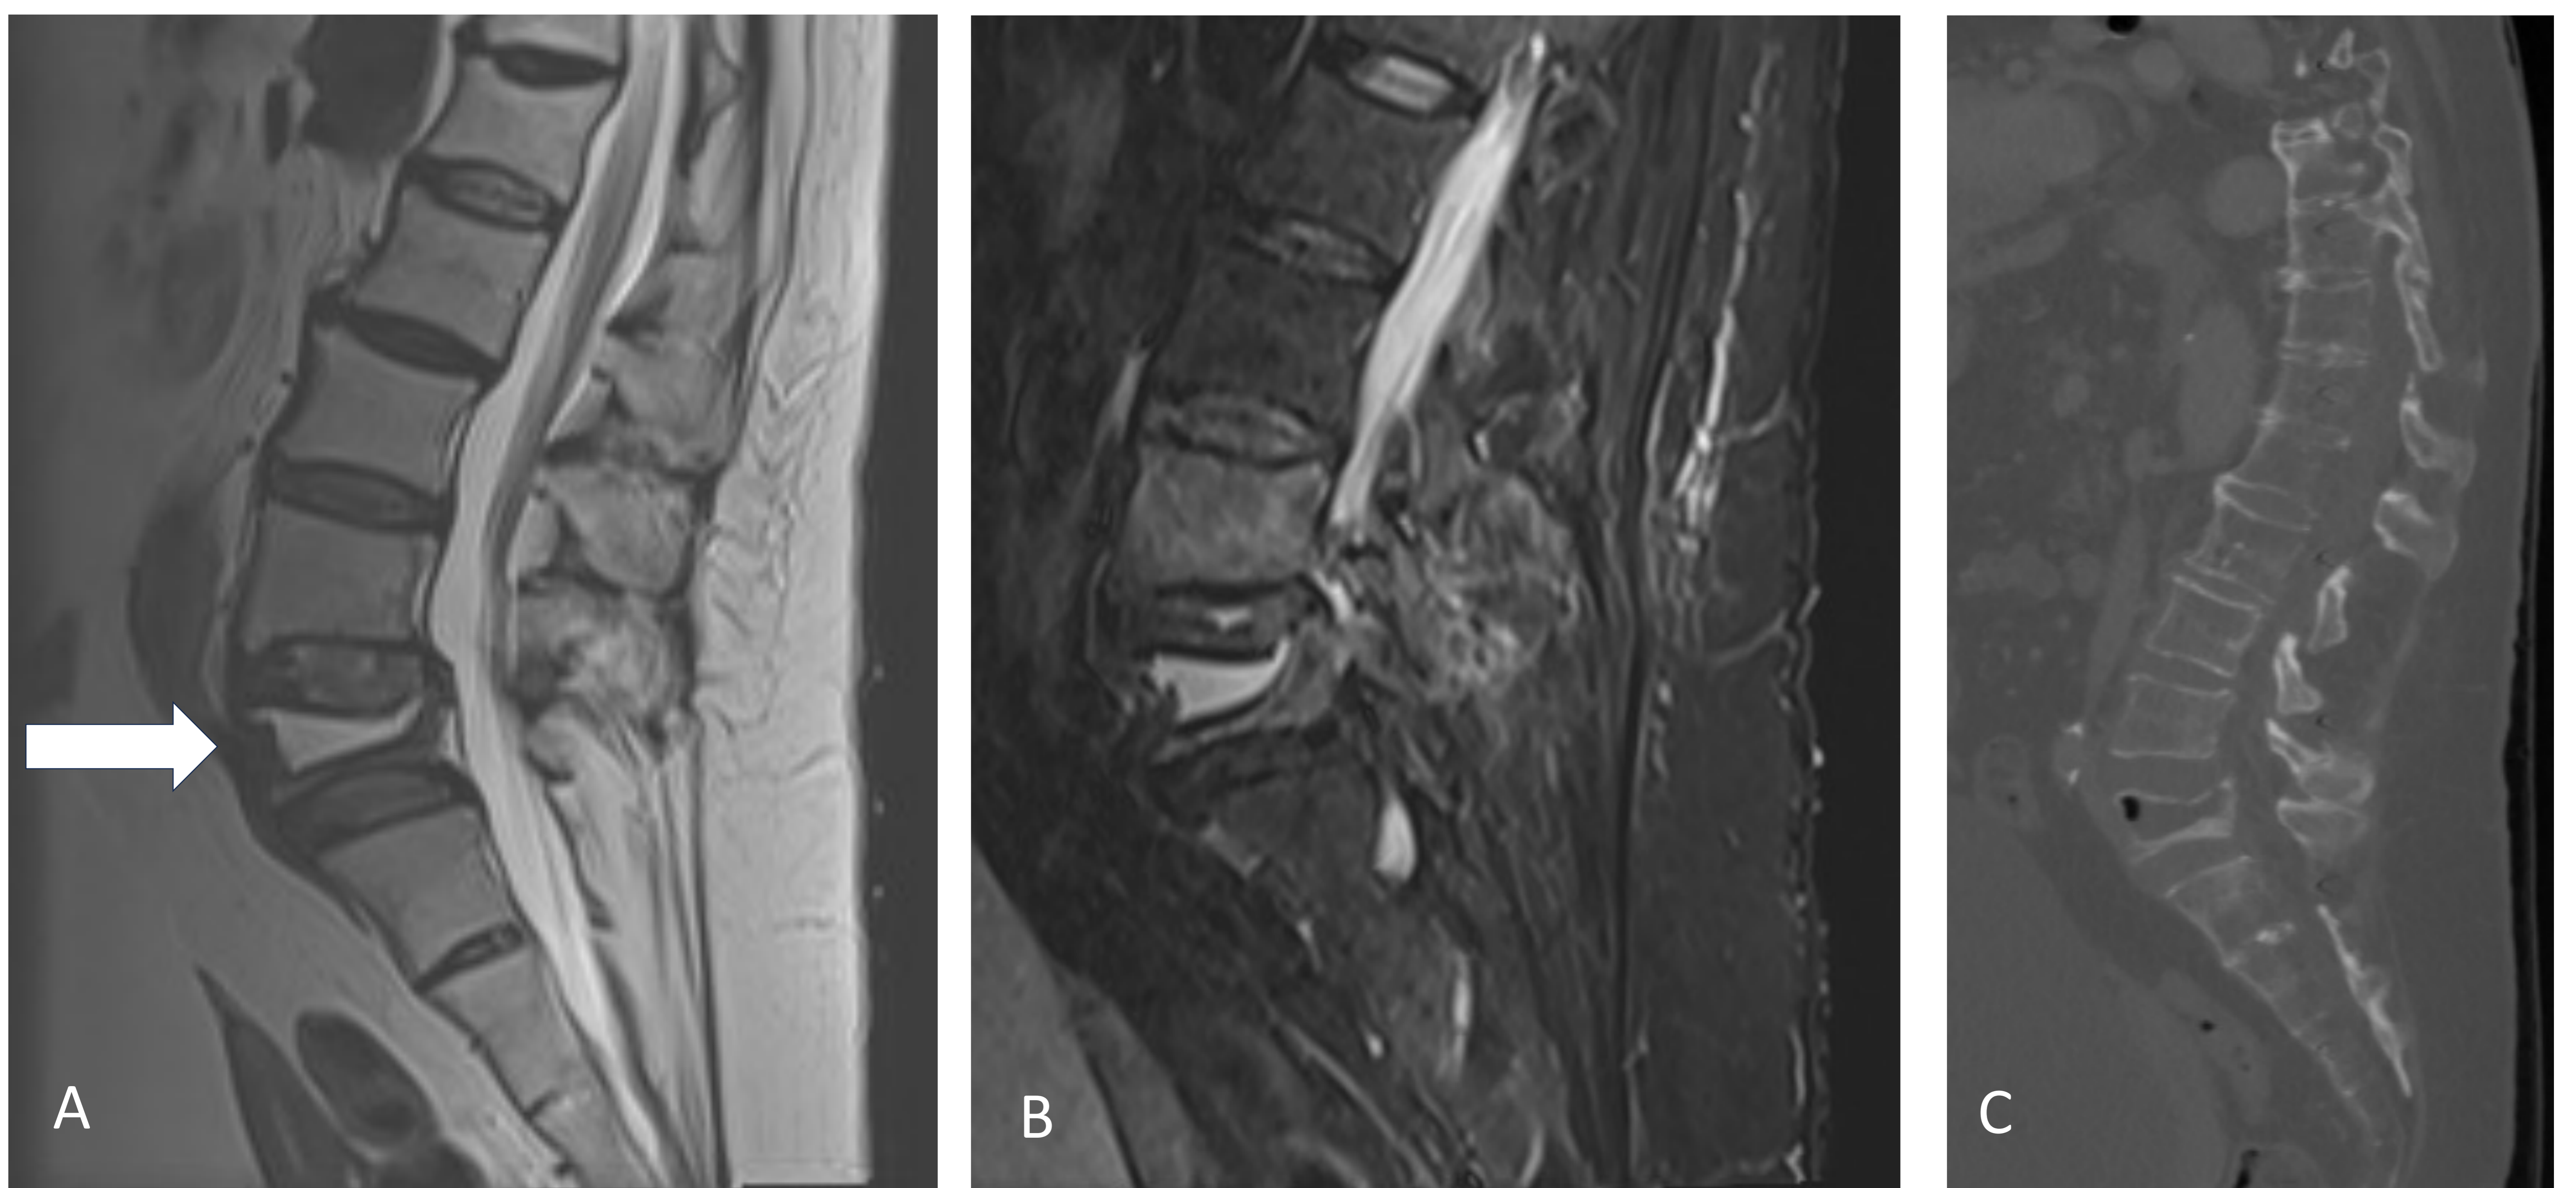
Fractura-aplastamiento aguda de L5 con pérdida de altura y aumento de señal de morfología triangular en su espesor. A) T2 Sagital B)T2-STIR Sagital: edema en L4, L5 y elementos posteriores. C) TC Sagital: presencia de aire y líquido intersomático en L5.
